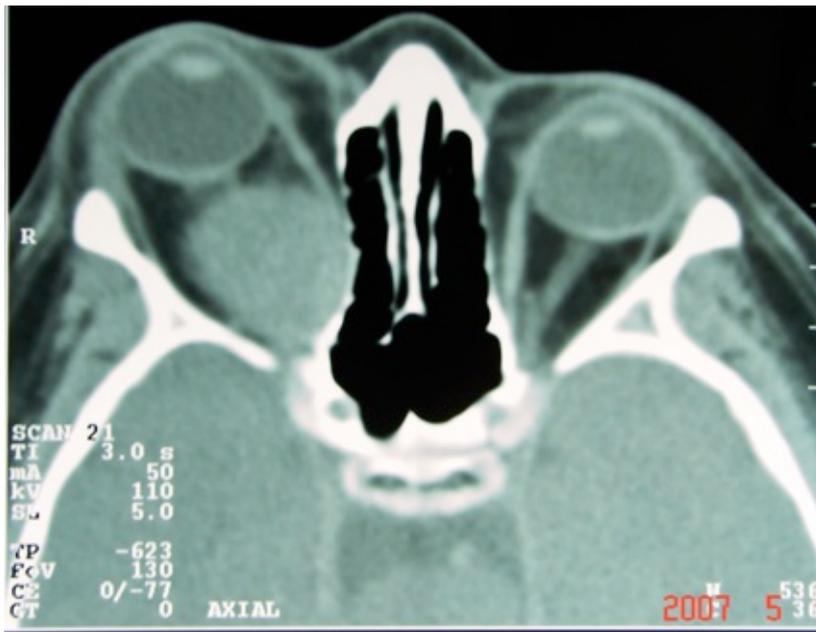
Tomografía computada en corte axial donde se observa la lesión de densidad homogénea.
